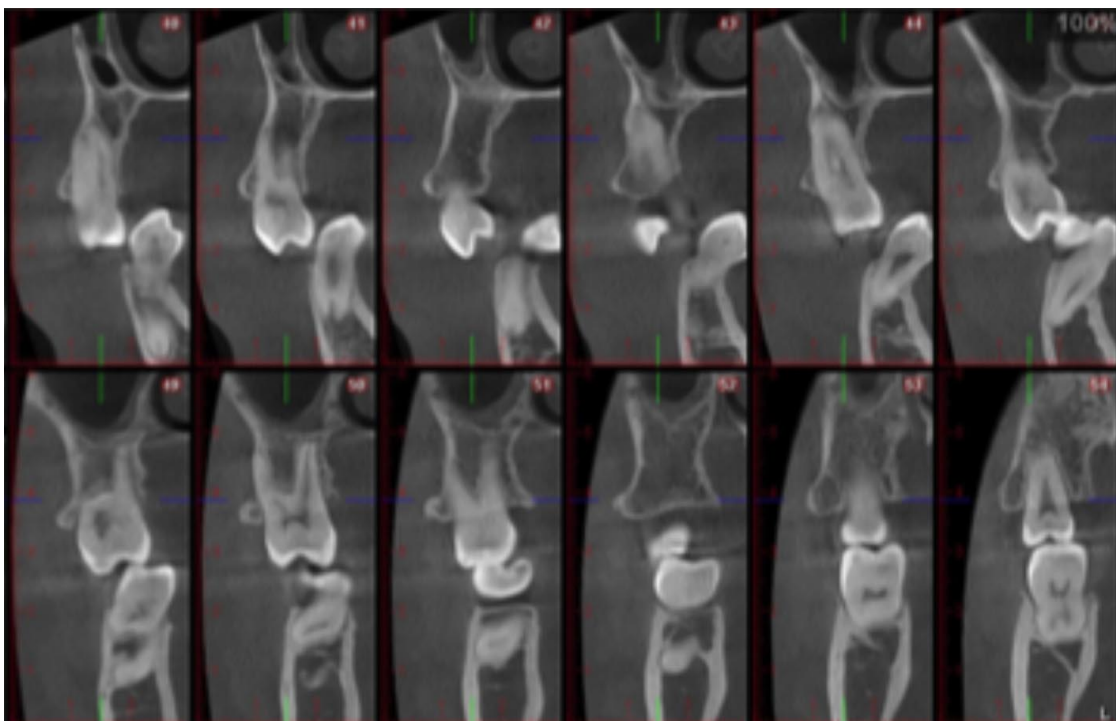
Cone Beam inicial. Se observa mordida en vestíbulo-oclusión en cuadrante III.
